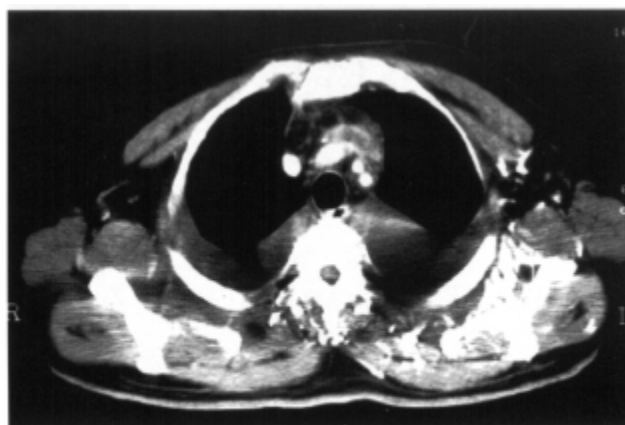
TC de tórax mostrando trombosis de la vena braquiocefálica izquierda, ensanchamiento mediastínico, circulación colateral y derrame pleural bilateral.
